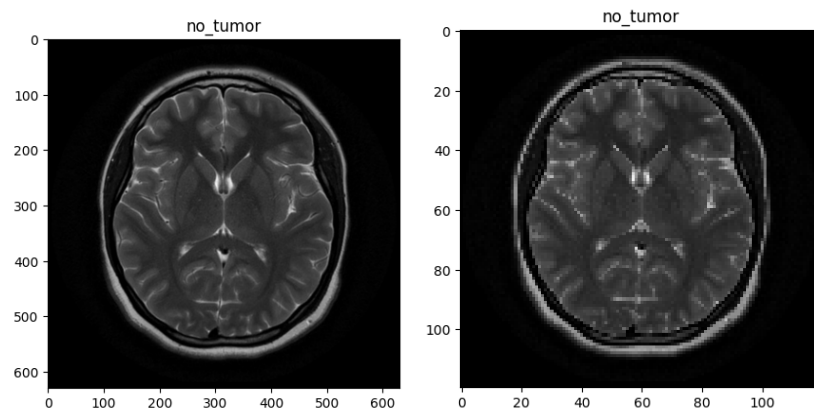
Ejemplo radiografía de 630 x 630 a 120 x 120 píxeles
